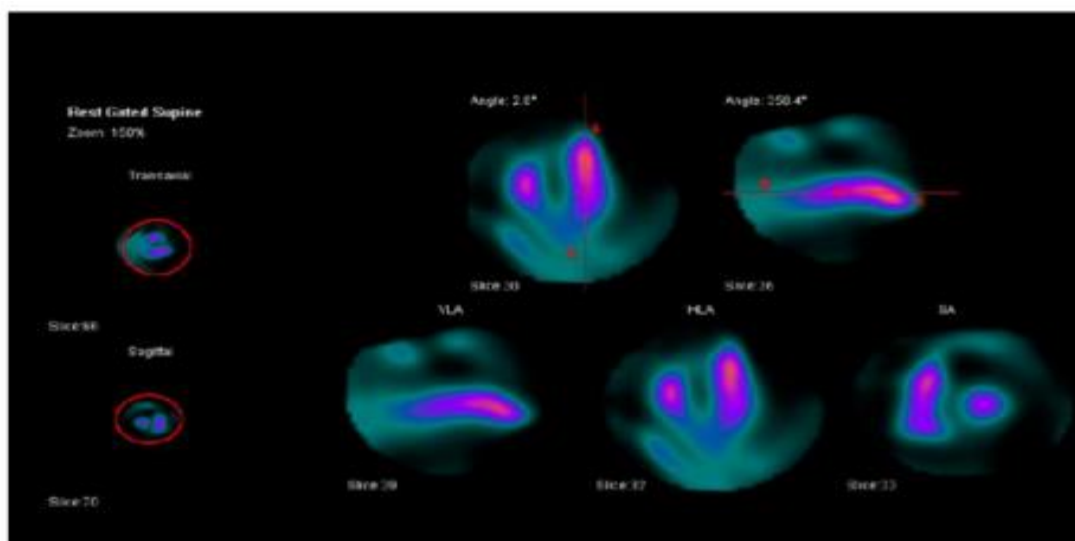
Exemple montrant le placement des ROI et l'orientation des ventricules avant le traitement des données SPECT ERNA.(117)
